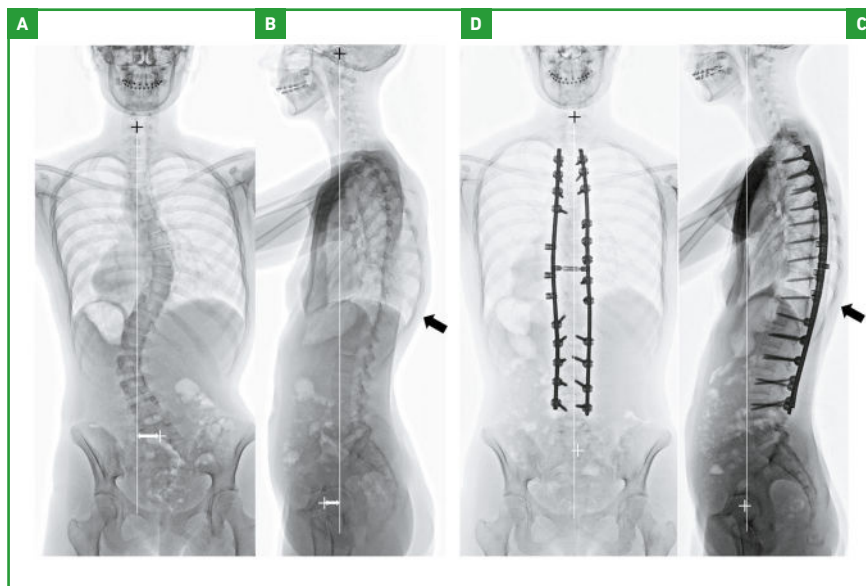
Exemple de prise d'une SIA sévère par fusion postérieure étendue T3-L4 hybride vis-bandes sous-lamaires. Fille de 16 ans et 1 mois, réglée depuis 28 mois. A : Radiographie de face avec déséquilibre frontal (gîte frontale – flèche blanche). B : Radiographie de profil avec hypolordose lombaire et tendance au déséquilibre postérieur. Importante gibbosité thoracique droite (flèche noire). À 4 mois postopératoire. C : Radiographie de face avec correction des courbures et du déséquilibre frontal. D : Radiographie de profil avec correction du déséquilibre postérieur et nette diminution de la gibbosité (flèche noire).
